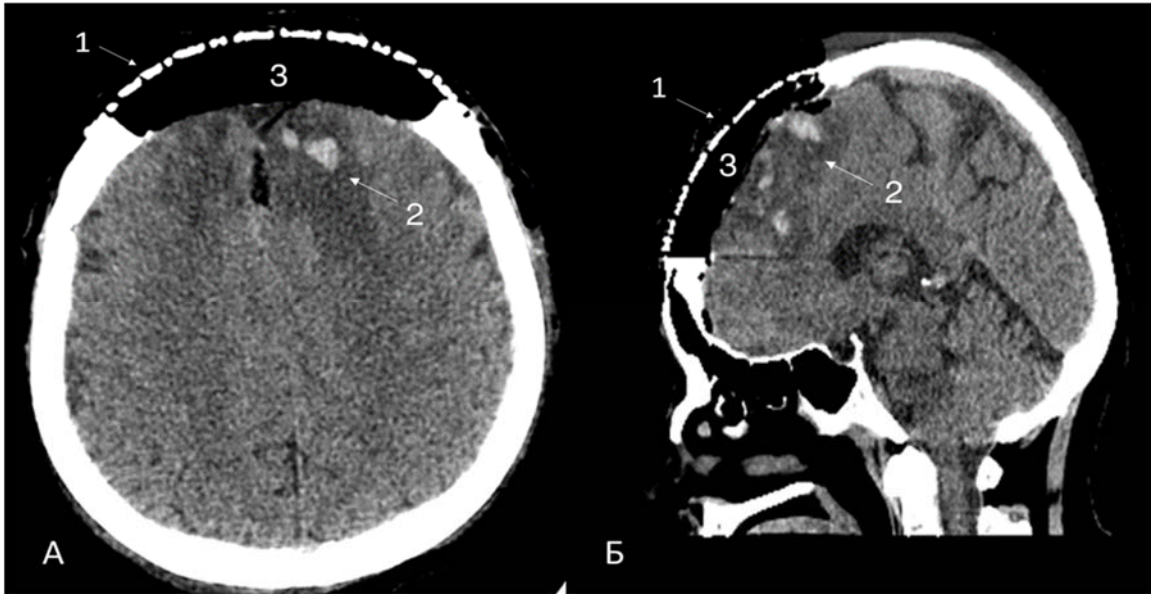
СКТ головного мозга на 1 – е сутки после операции. А – аксиальный срез; Б – сагиттальный срез; 1 – титановая сетка, 2 – следы крови по контуру удаленного новообразования; 3 - скопление воздуха
